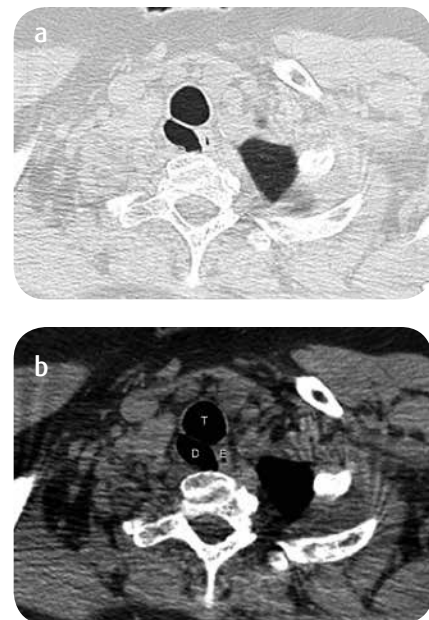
a y b) TC corte axial. Imagen ovalada con aire en el interior, localizada en el aspecto posterolateral derecho de la tráquea (T) con aparente comunicación con la misma (no se muestra) y en estrecha relación con el esófago (E). Este hallazgo corresponde a un divertículo traqueal (D).
